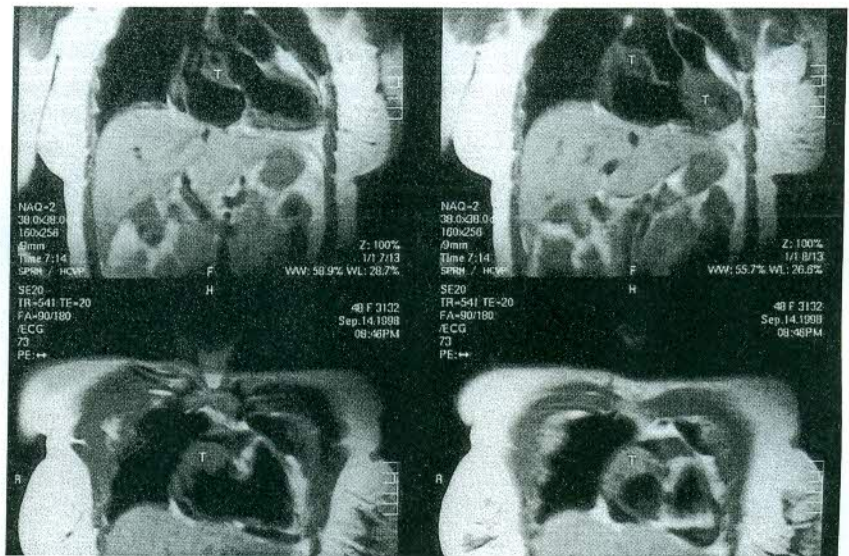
Imagem da ressonância magnética com aspecto de massa semi-lunar com captação intensa de contraste.
